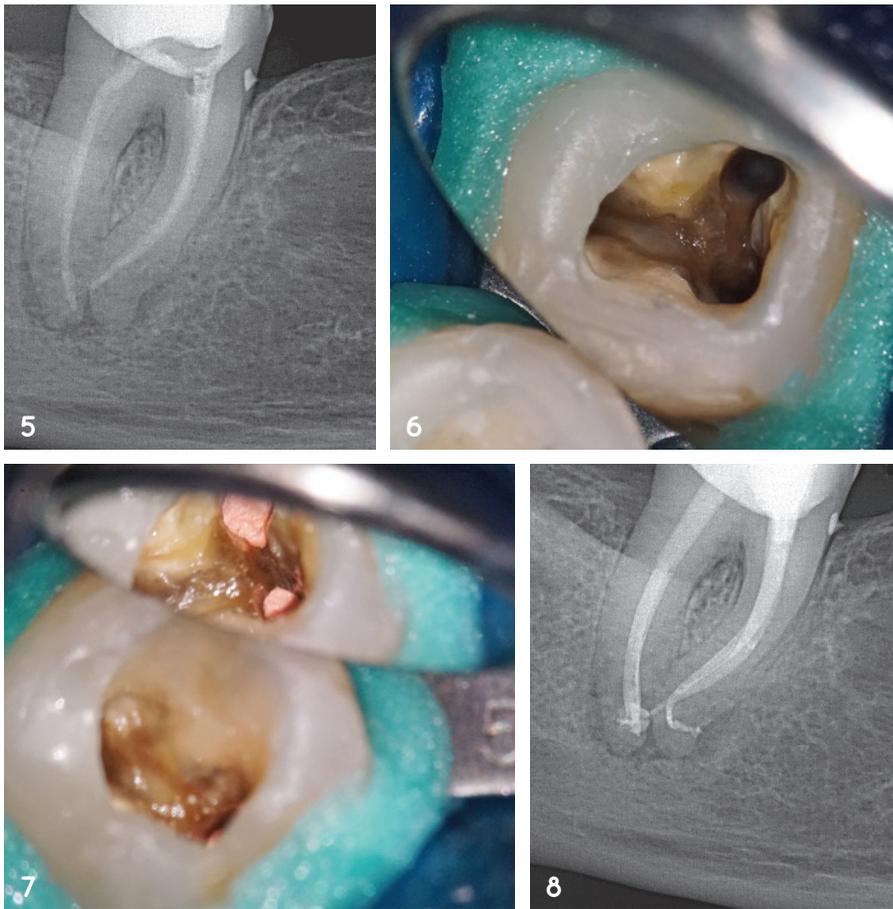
Messaufnahme mit eingebrachten und eingemessenen CHX-Points. Abb. 6: Kavität nach Desinfektion und abgeschlossener Aufbereitung. Abb. 7: Wurzelfüllung in mesialen Kanälen. Abb. 8: Röntgenkontrollaufnahme nach Wurzel- und Deckfüllung.
